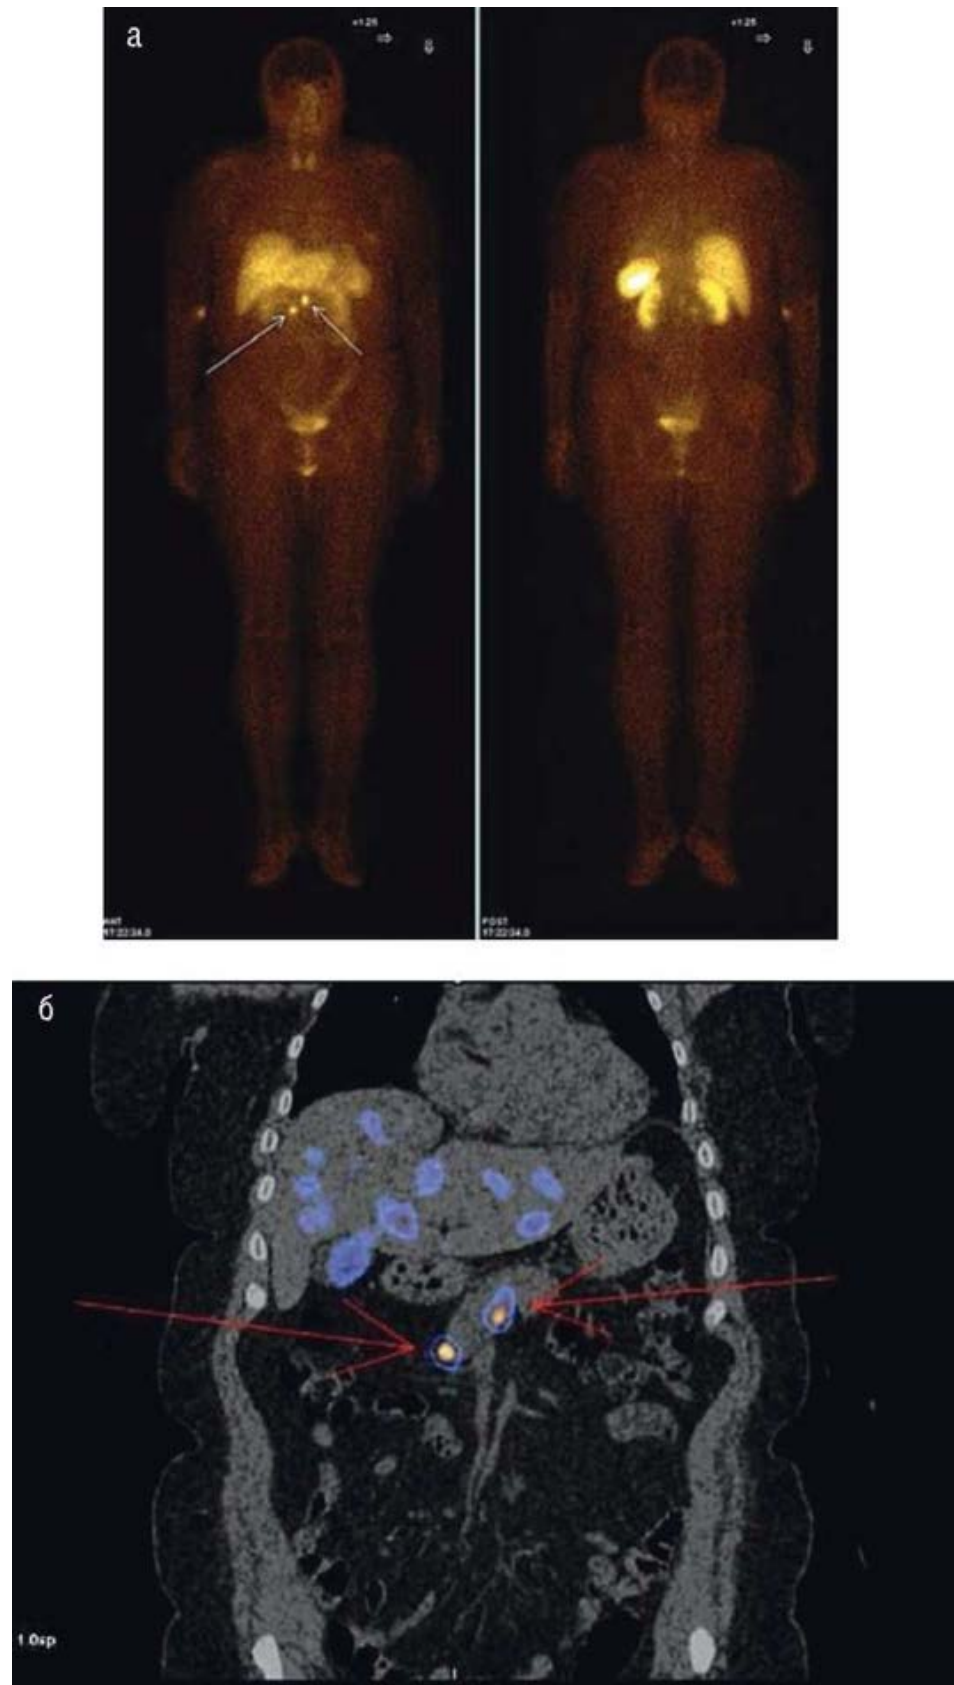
Сцинтиграфия с ^{123}I -октреотидом: а - планарные снимки; б - однофотонная эмиссионная компьютерная томография в сочетании с компьютерной томографией. Гастрономы желудка
